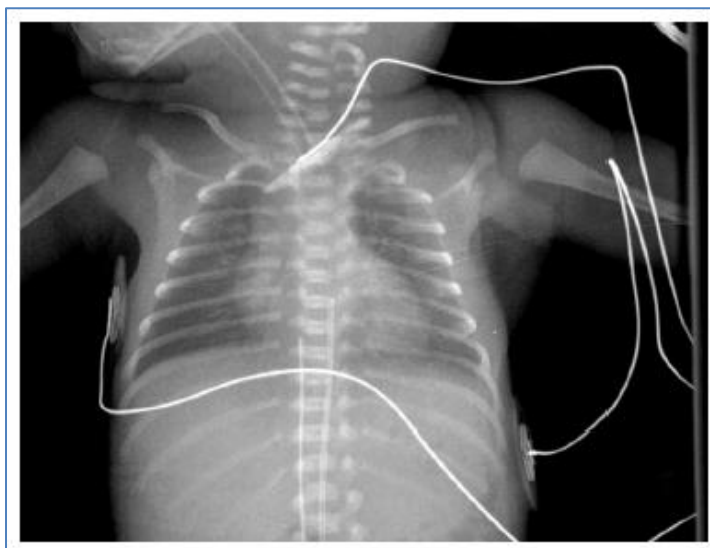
Radiografía pulmonar de recién nacido con enfermedad de membrana hialina. Se evidencia un patrón reticulogranular, broncograma aéreo y disminución de la expansión pulmonar.
